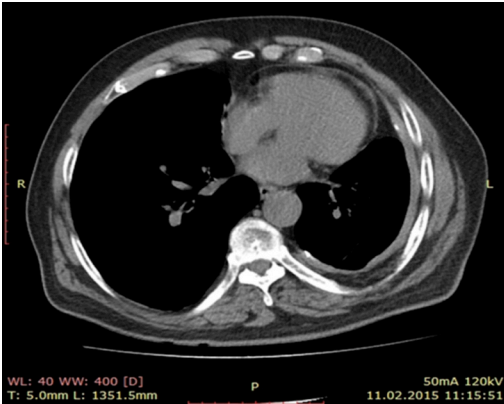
Toraks BT kesitinde asbestozis.
